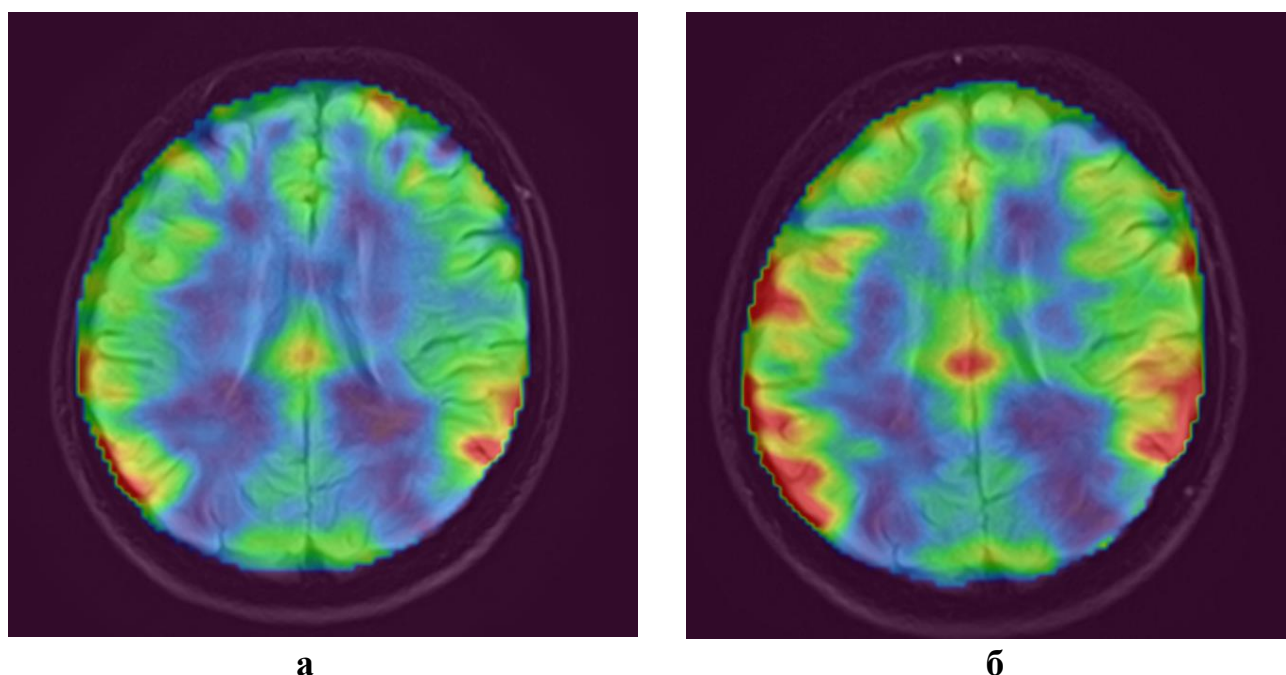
Методология визуальной оценки цветных карт кровотока, полученных методом ASL-перфузии: а – до транскраниальной электростимуляции, б – после транскраниальной электростимуляции, с увеличением CBF более 70 мл/100 г/мин (красный цвет) в теменных долях обоих полушарий и до 70 мл/100г/мин (желтый цвет) в лобной доли правого полушария
